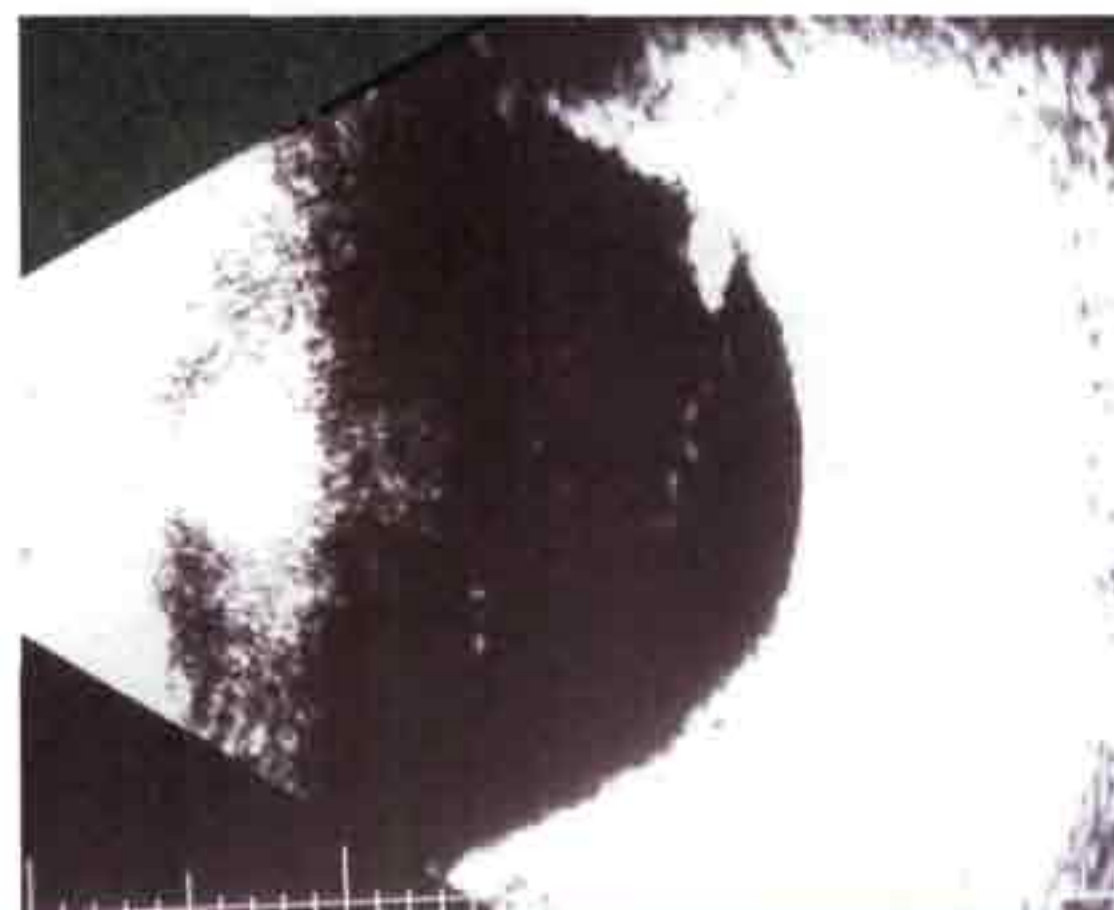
Аксиальное В-сканирующее УЗИ: кровоизлияние в стекловидное тело и заднюю витреальную отслойку (предоставлено К. Nischal)
